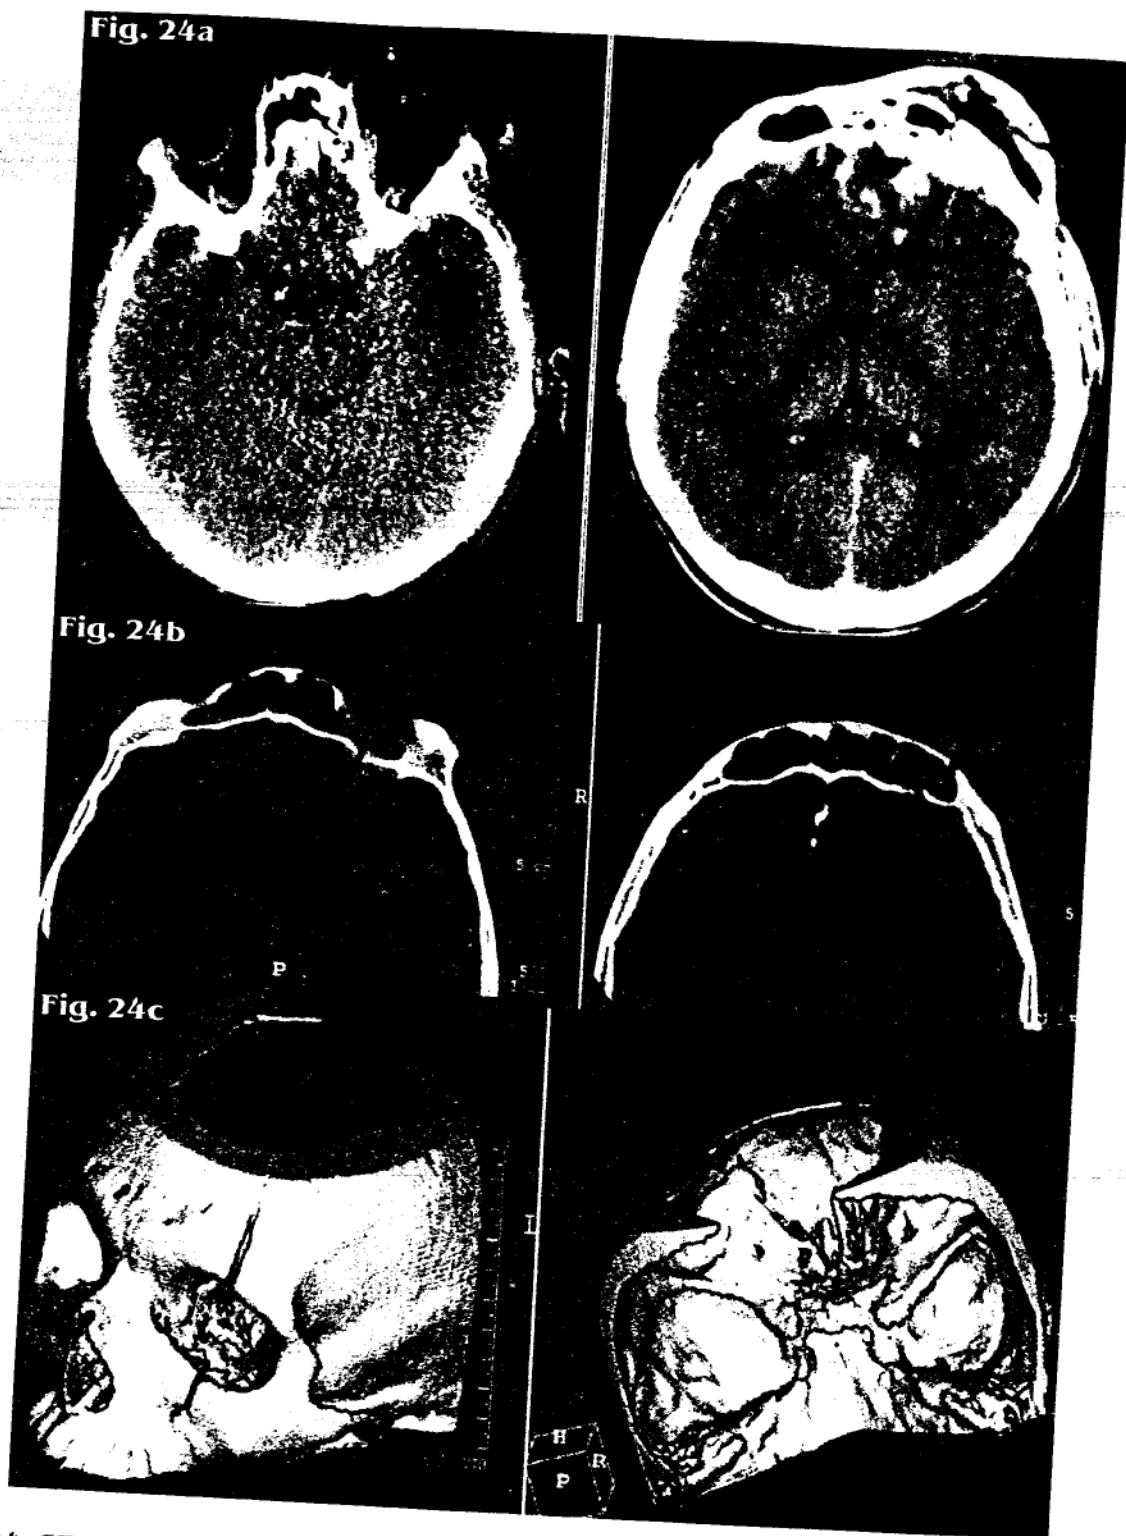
CT spiral nativ în evaluarea unui traumatism cranio-cerebral
